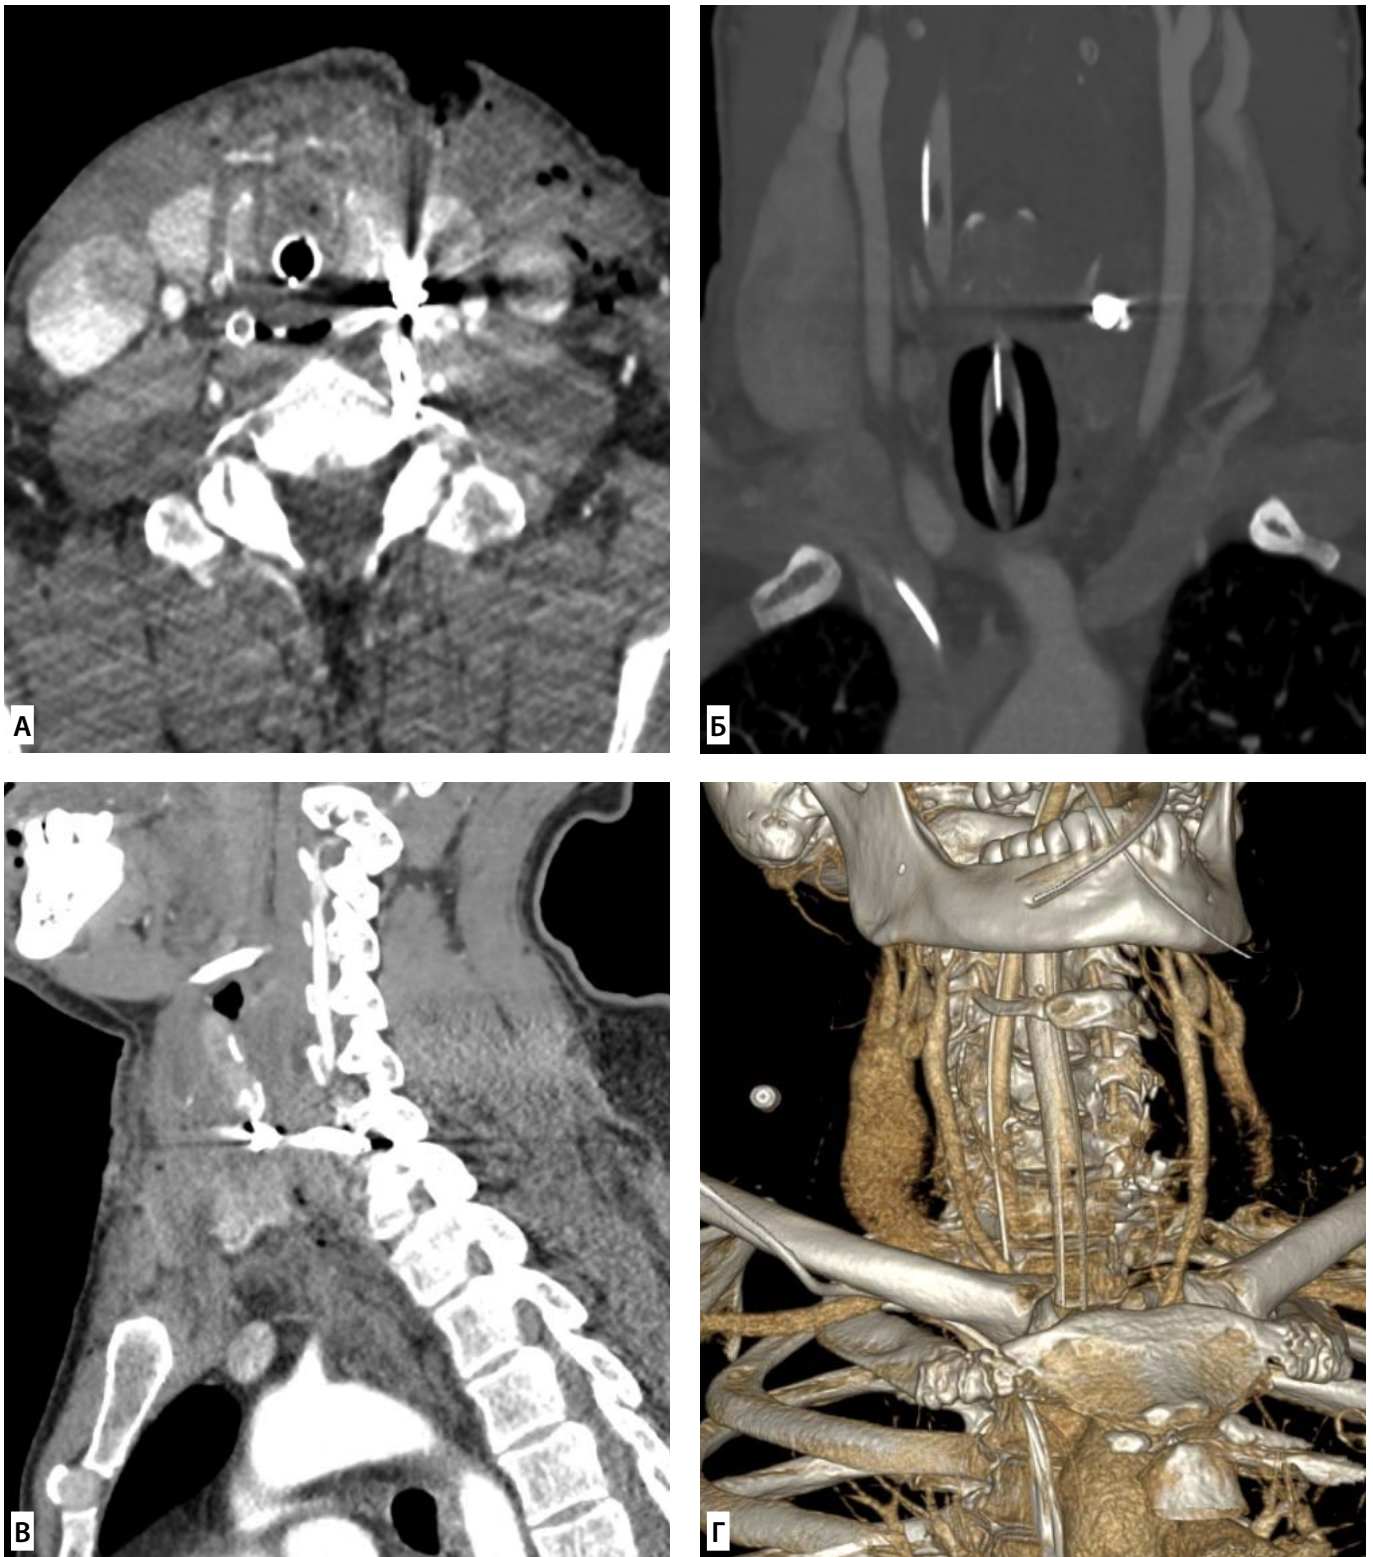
МСКТ в ангіорежимі голови та шиї пацієнта П, 46 років, при надходженні. Ознаки ушкодження лівої частки щитоподібної залози з численними сторонніми тілами (металевими осколками):
